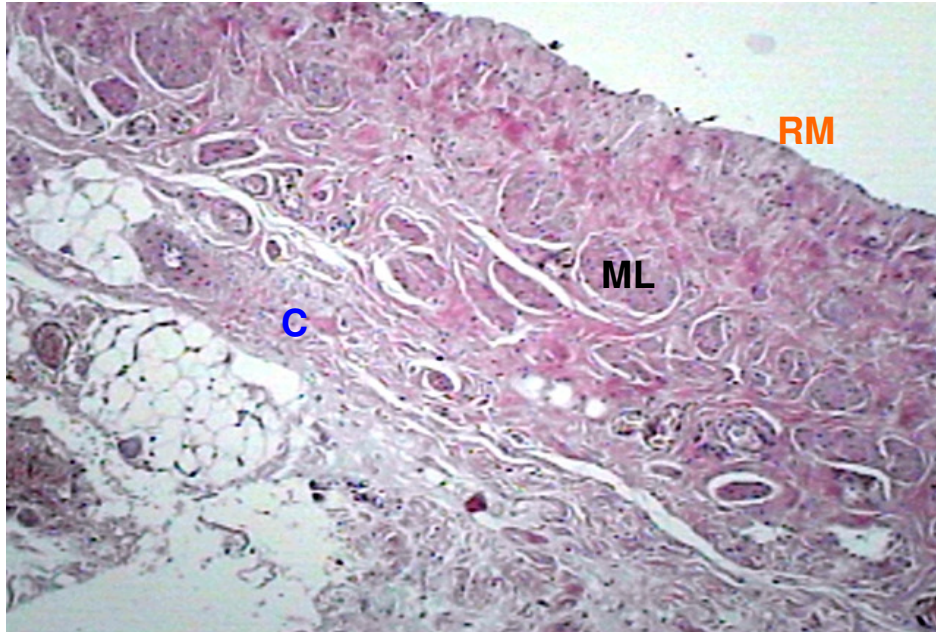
Fotomicrografia ilustrativa de saco herniário. Observar feixes musculares lisos (ML), tecido conjuntivo (C) e revestimento mesotélio (RM). Corado por hematoxilina-eosina e com aumento de 100X.
